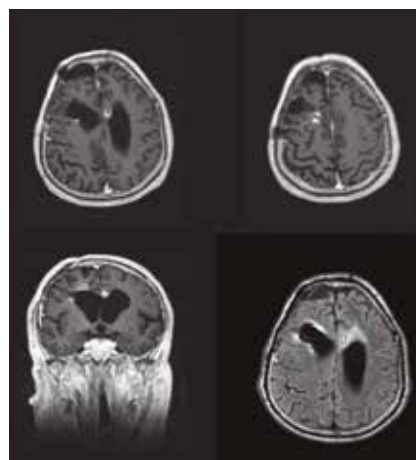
La resonancia magnética preoperatoria mostró la presencia de varios nódulos captantes de contraste en la periferia del lecho quirúrgico previo y sobre el cuerpo calloso, sin una evidente continuidad en las secuencias T1 (imágenes superiores e inferior izquierda) con contraste ni FLAIR (imagen inferior derecha)
